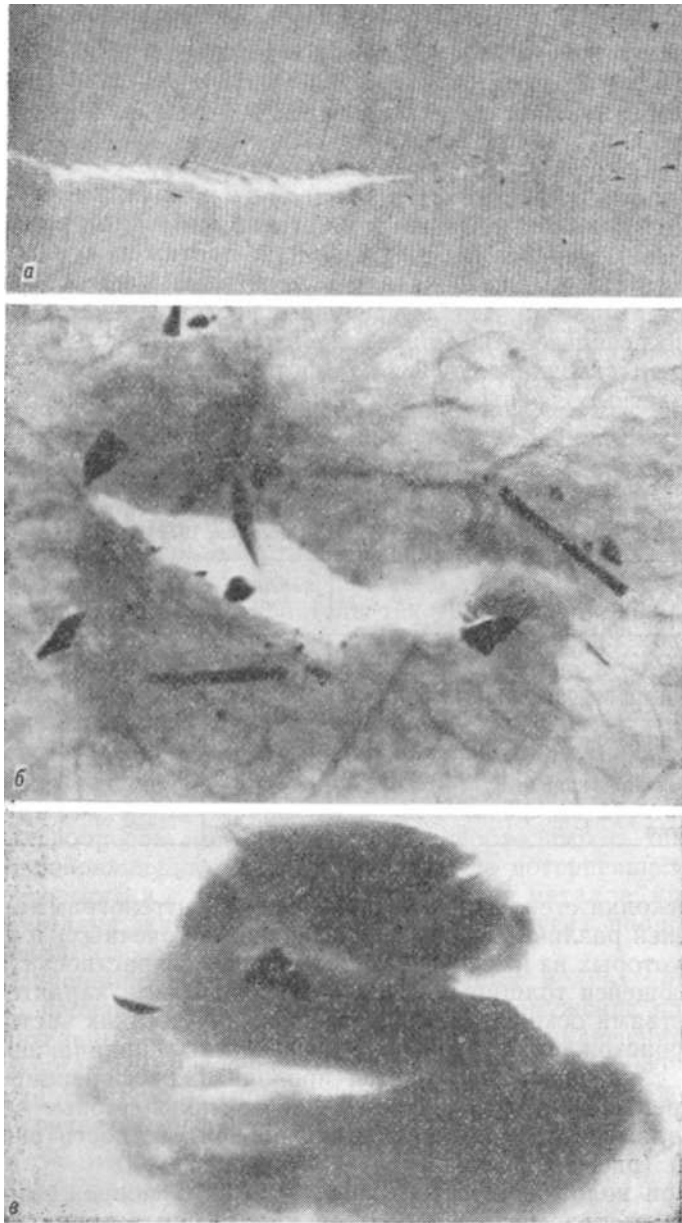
Рентгенограммы колото-резаных повреждений, причиненных осколками стекла.
